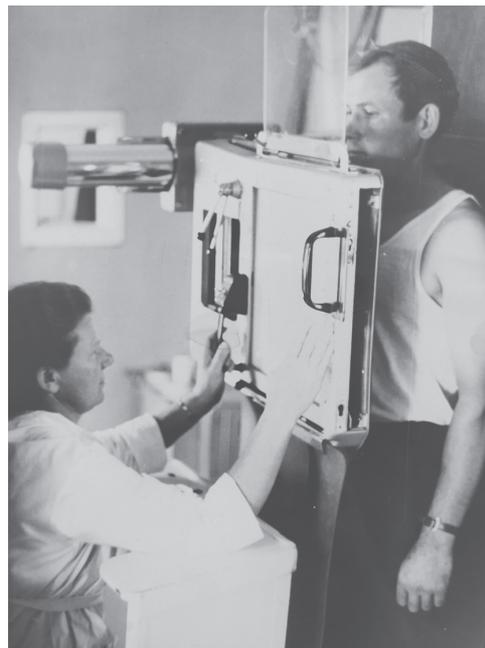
Врач-рентгенолог Каленчиц Н.Ф., заслуженный врач БССР (1968 г.)
